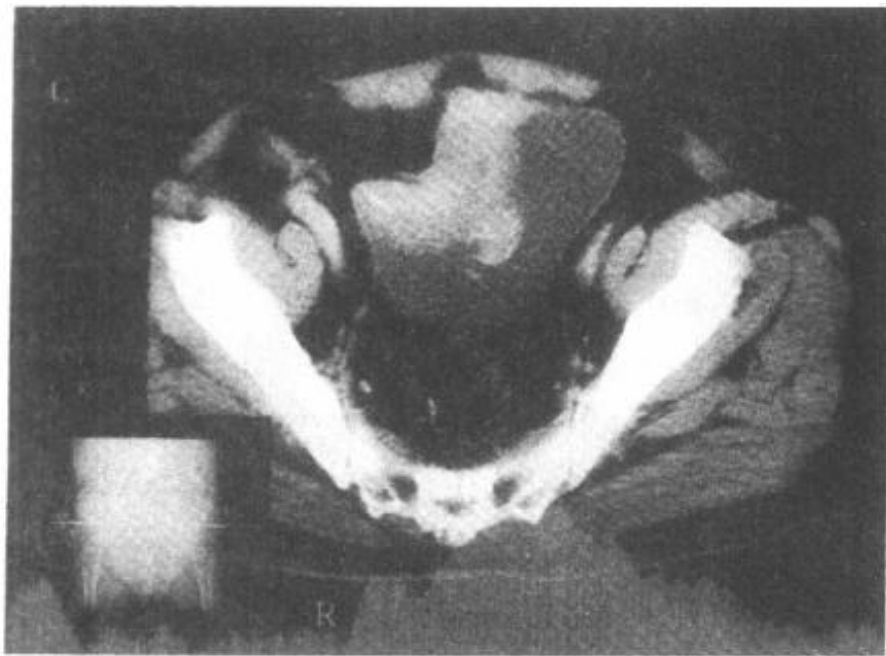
2—21 膀胱癌术后复发 CT 强化扫描
